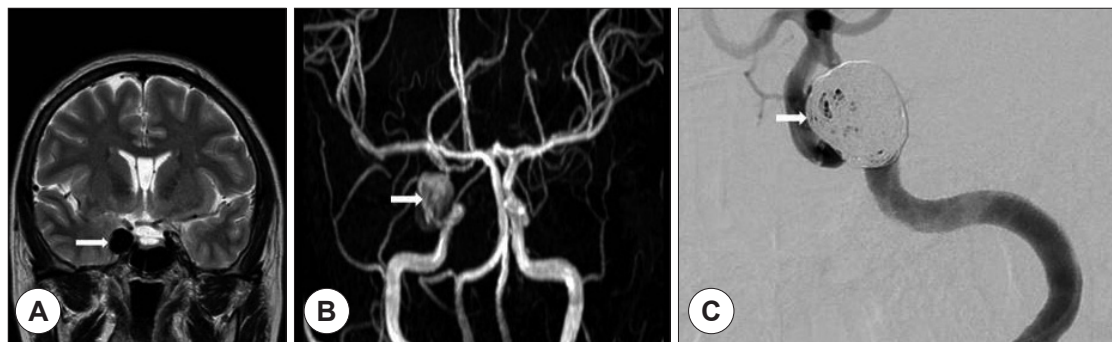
Coronal T2-weighted MRI shows a 1.4-cm signal void (arrow) in the paraclinoid region of the right internal carotid artery (A). Large saccular aneurysm (arrow) arising from the clinoid segment of right internal carotid artery has been observed in angiographic examination (B). The angiography image after coil embolization of the aneurysm shows packed coil loops within the aneurysm (arrow)(C).
